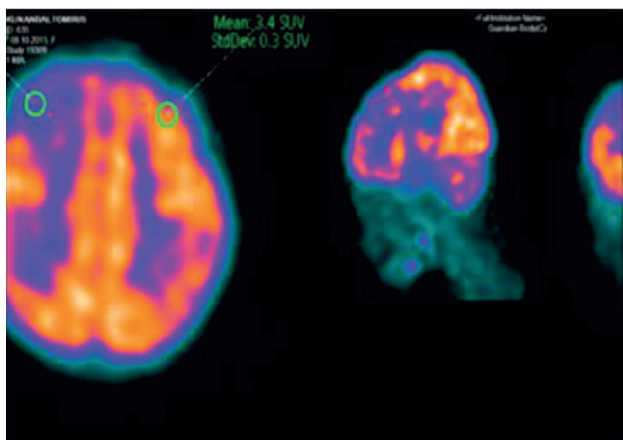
ПЭТ до операции - ПЭТ КТ картина снижения метаболической активности в лобной доле справа на фоне органических изменений, наиболее вероятный epileptoidный очаг
